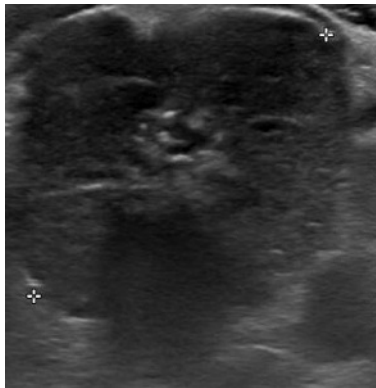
Imagen de ecografía de tiroides con nódulo TIRADS 5
